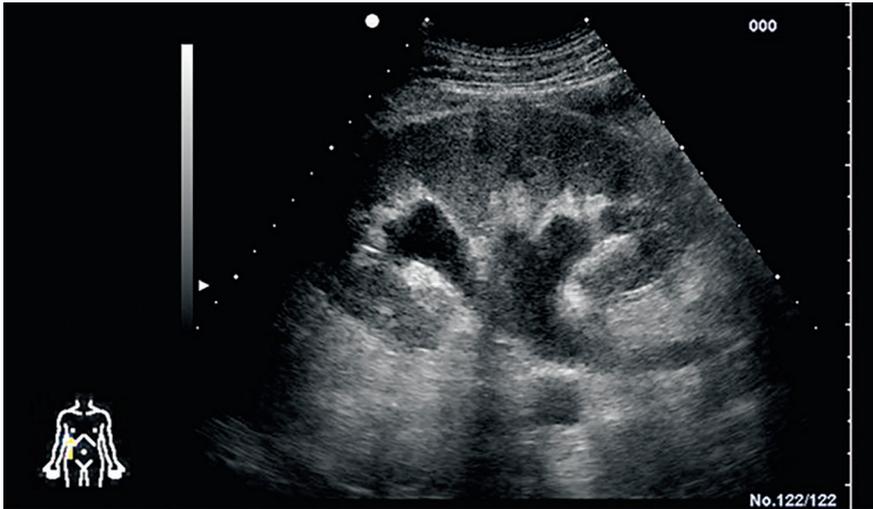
Sonographisches Bild einer Niere mit Harnstau [M512]
